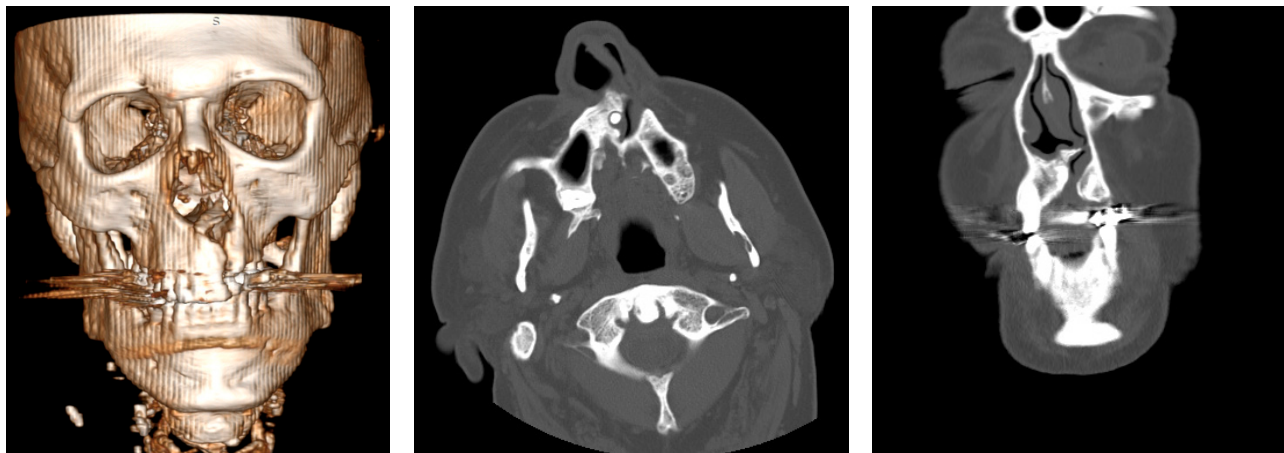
Томограмма носоглотки пациента К.М. 8 лет
